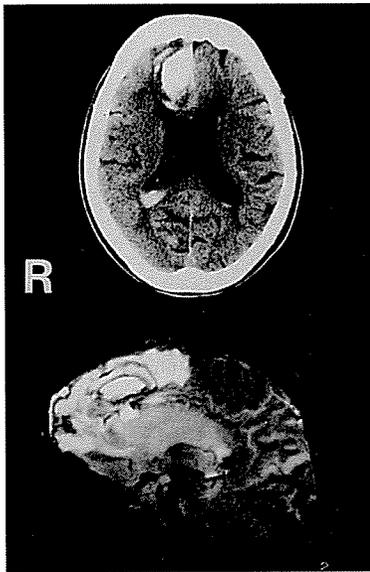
症例2のX線CT水平断, MRI (T2 強調画像)
